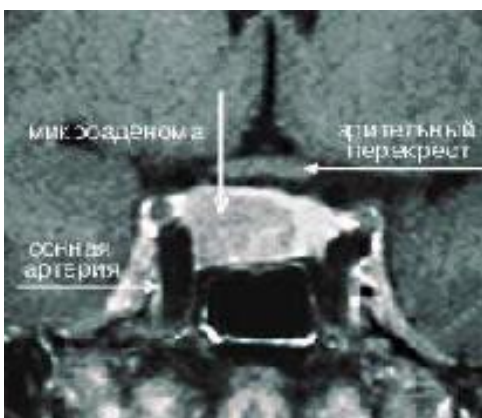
МР-томограмма гипофиза, на которой видна правосторонняя микроаденома, секретирующая АКТГ.
